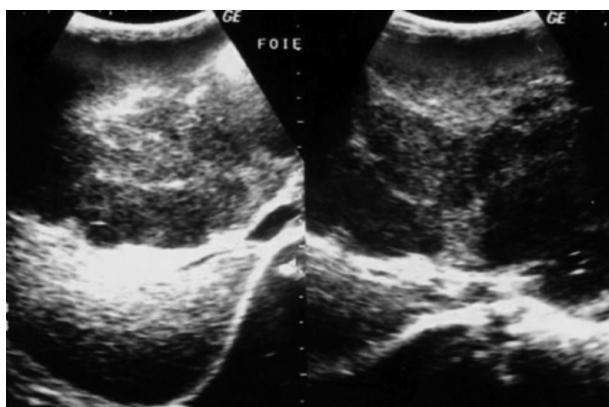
Échographie abdominale montrant une masse hépatique hypoéchogène de contours lobulés du foie gauche
